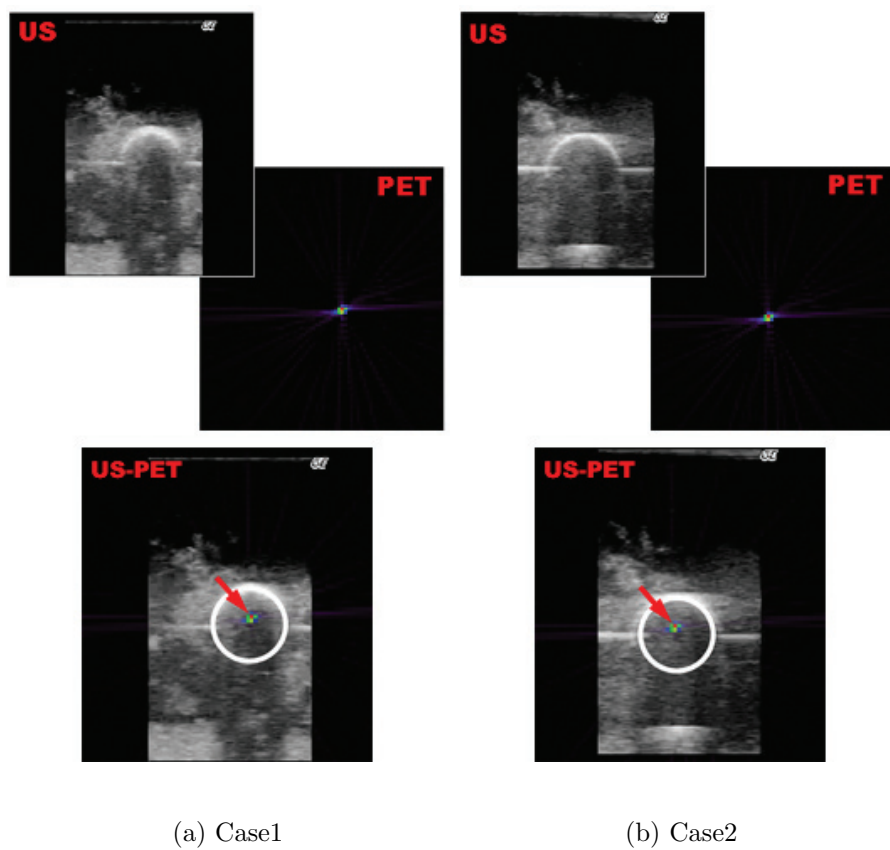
超音波-PET 重ね合わせ画像（上：位置合わせ前 下：位置合わせ後）
